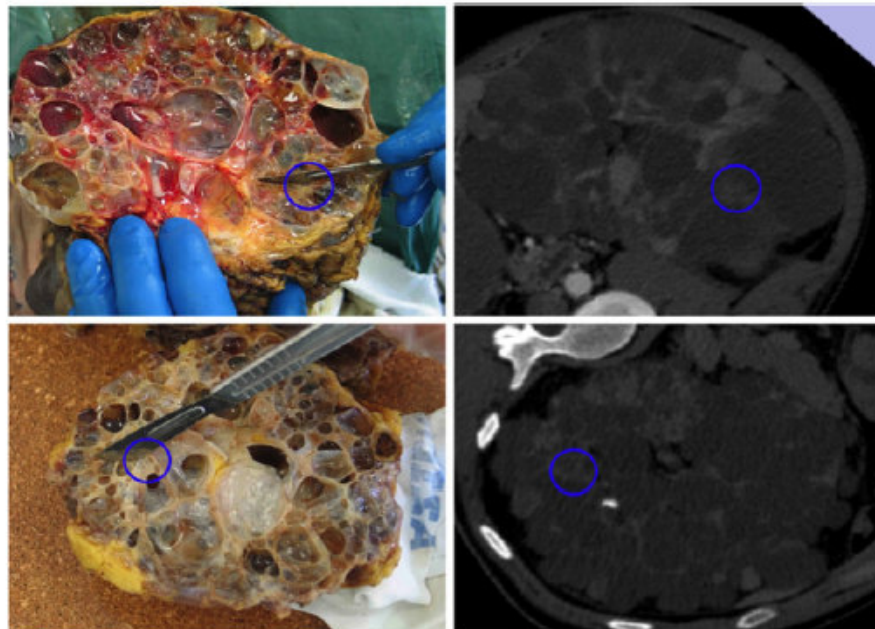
Reperto macroscopico di reni ADPKD sottoposti a ricostruzione 3D CT scans. I cerchi blue evidenziano le aree identificate come volume “intermedio” (destra) e corrispondente al reperto anatomico (sinistra).
